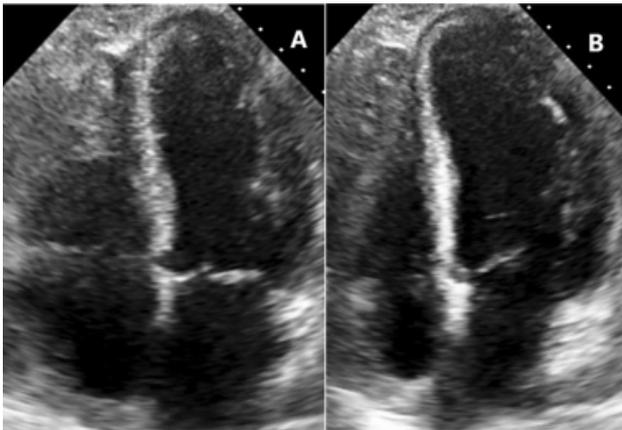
Ecocardiografía transtorácica (4AC) en la que se observa dilatación del ventrículo izquierdo en sístole (A) y en diástole (B), leve derrame pericárdico y disminución de la fracción de eyección.
